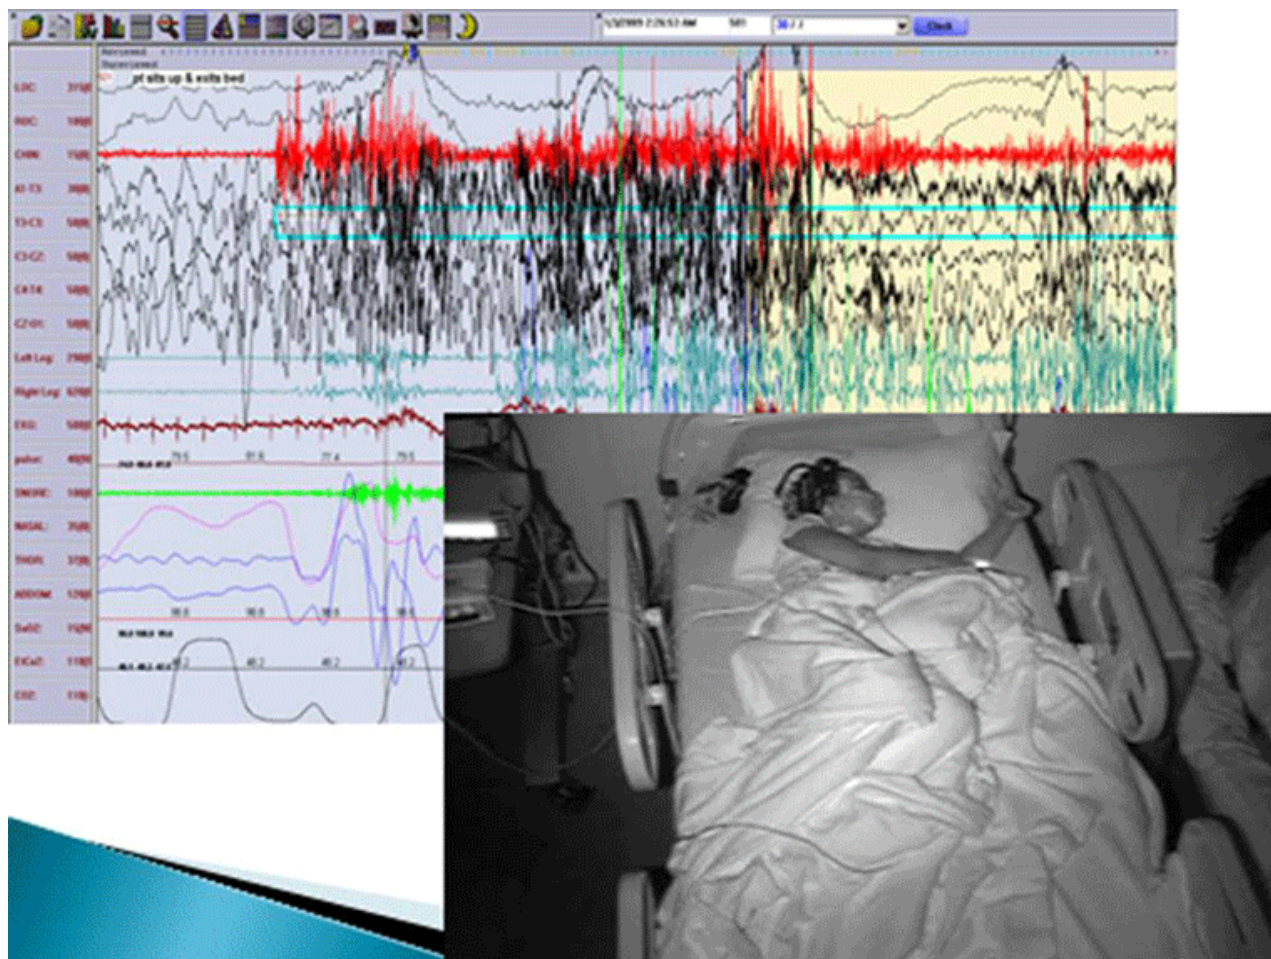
Polissonografia de sonambulismo
